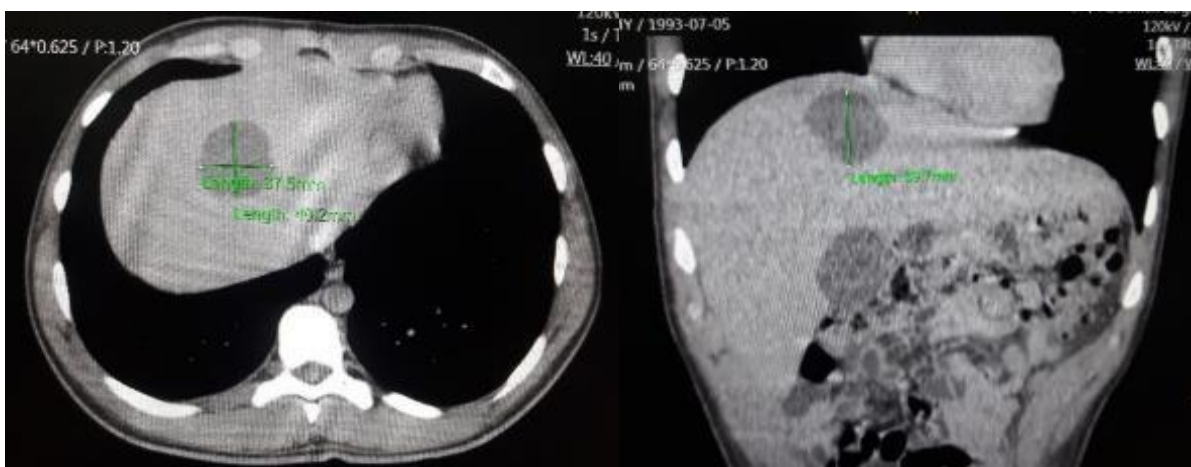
Tomografía Contrastada de Abdomen en fase de equilibrio se observa el lavado de la capsula lo que determina isodensidad con el parénquima hepático circundante
